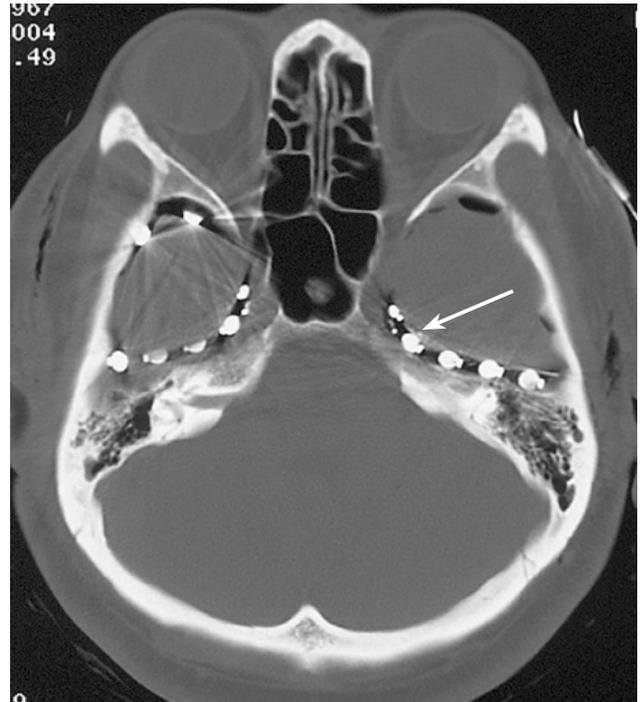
頭蓋内電極設置後の CT 画像（頭部水平断）
